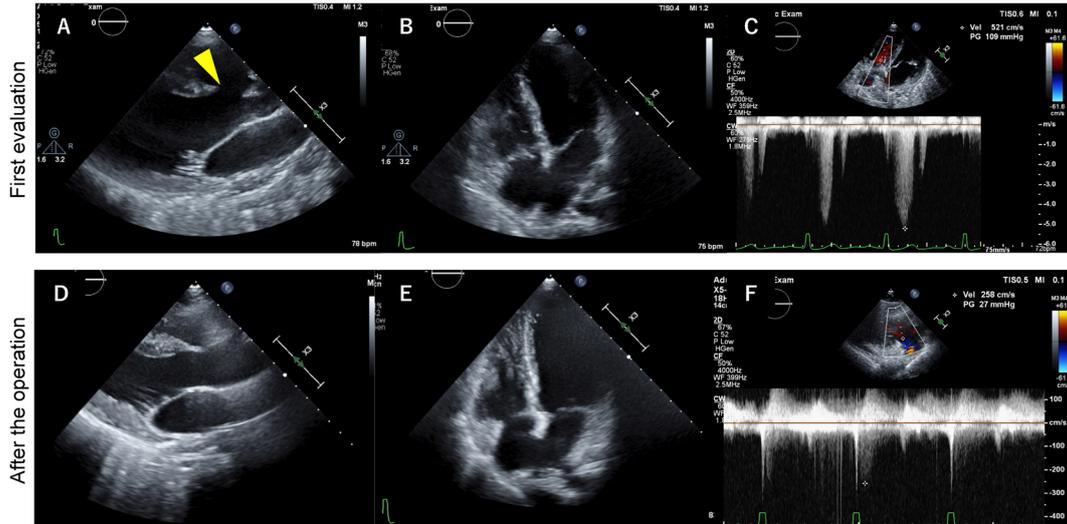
Patient 2: transthoracic echocardiography. Top panels (A–C) represent the initial evaluation. (A) Parasternal long-axis view. An arrow identifies the ventricular septal defect. (B) Apical four-chamber view. (C) Continuous-wave Doppler evaluation of tricuspid regurgitation shows the peak pressure gradient at 109 mmHg. (D–F) represent the post-operative evaluation. (D) Parasternal long-axis view. (E) Apical four-chamber view. (F) Continuous-wave Doppler evaluation of tricuspid regurgitation shows the peak pressure gradient at 27 mmHg.
